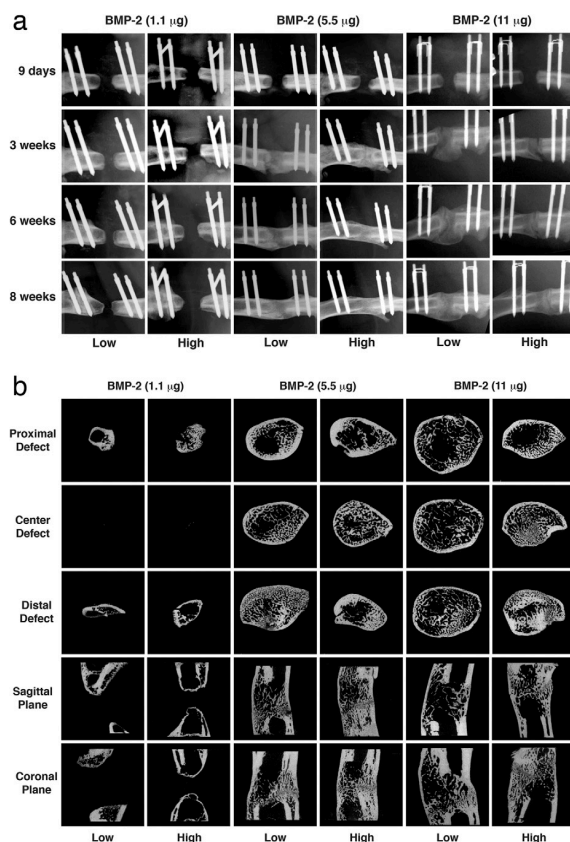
Curación de diferentes segmentos con diferentes dosis de rhBMP-2 y con fijación externa a diferentes grados de rigidez. Se realizaron radiografías semanales de los segmentos por ocho semanas, fecha en el que se tomaron muestras del fémur y se analizaron.
